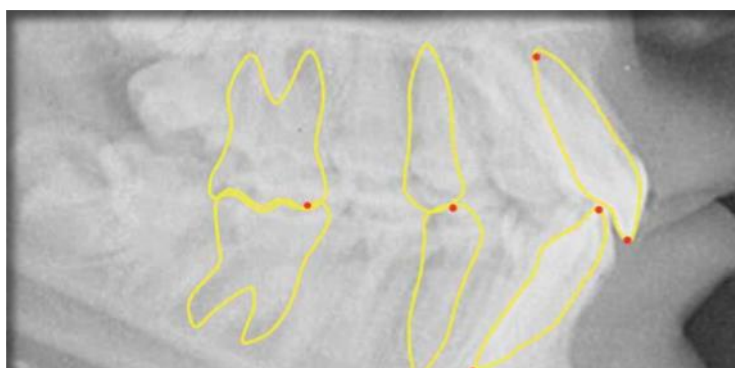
Puntos dentarios. Identificados en molares (Om), en premolares (Op) y en incisivos (Aii, lii, Ais, lis) en la telerradiografía lateral de cráneo.
